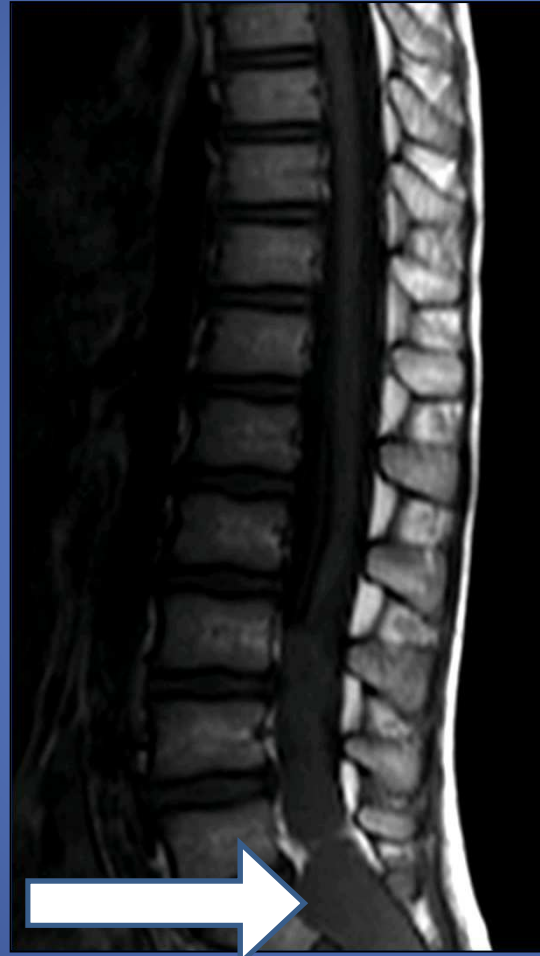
RM T2-T1 corte sagital muestra masa hipointensa en T1 y heterogénea en T2, en canal medular a nivel lumbosacro.
